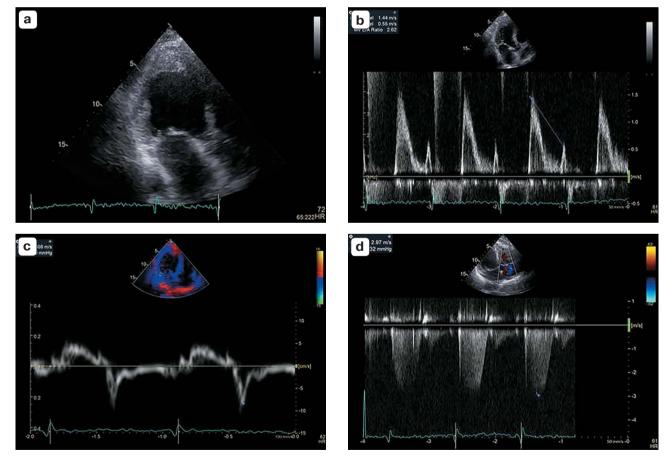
Результаты эхокардиографического исследования больного Р. 52 лет через три месяца терапии. а — сохраняются выстилающие массы в полости ЛЖ. b, с — признаки нарушения диастолической функции ЛЖ 3-й степени (по рестриктивному типу). d — признаки нарушения диастолической функции ЛЖ по рестриктивному типу, повышено систолическое давление в правом желудочке.
